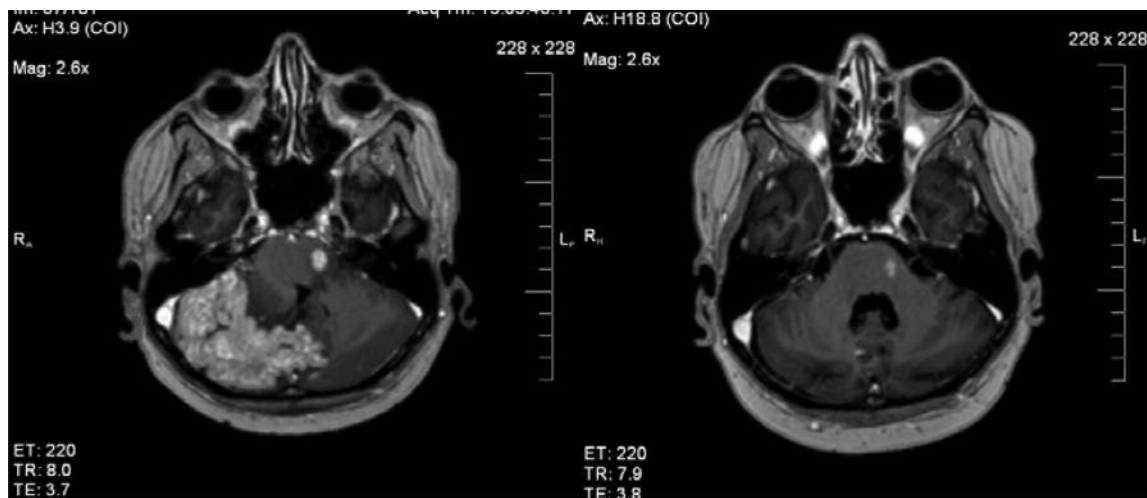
Множинні метастази раку грудної залози з метастазом великих розмірів в задню черепну ямку. МРТ до лікування (а) і МРТ через 30 днів після лікування. (б) Повна регресія
